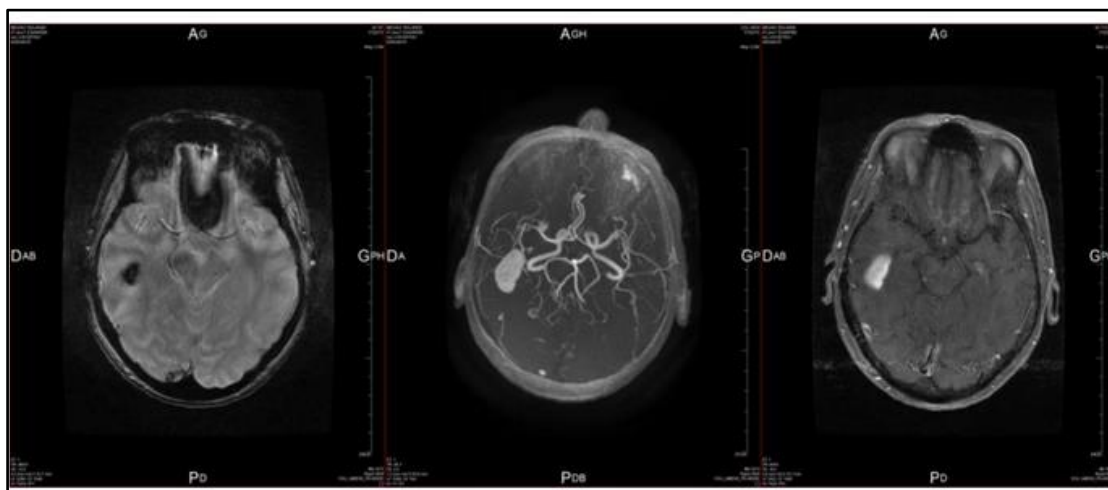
IRM cérébrale montrant un AVC hémorragique en pariétal droit.
